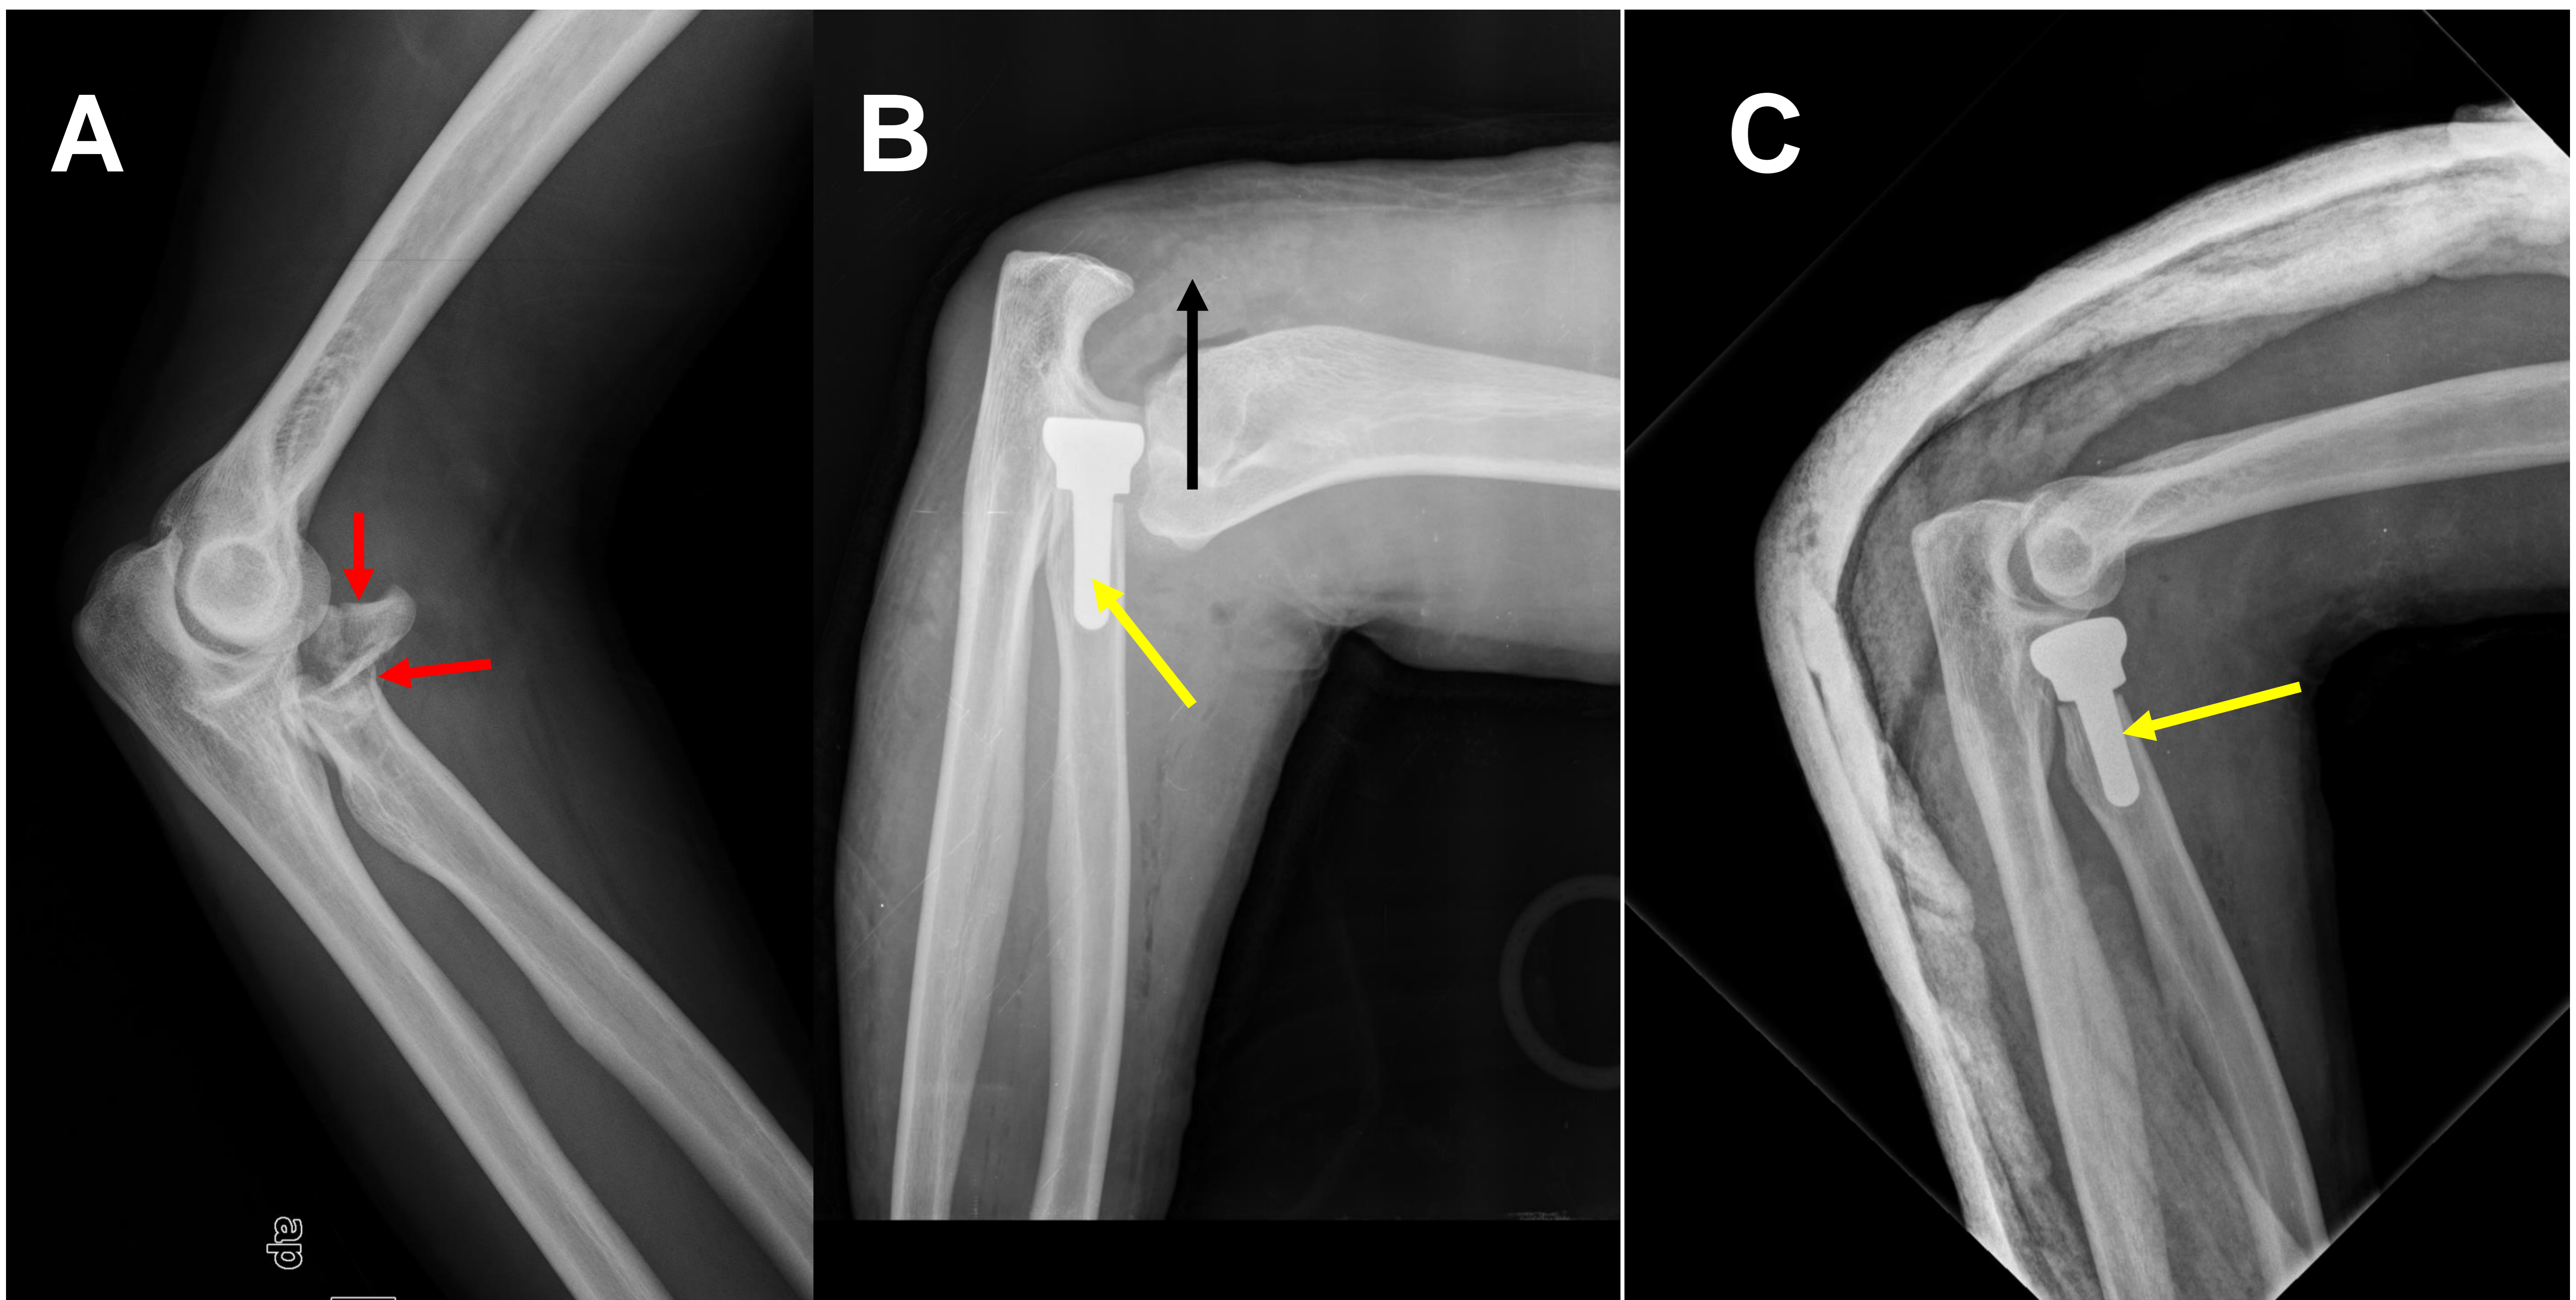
A) Radiografía lateral de codo derecho con fractura conminuta de la cabeza radial (flechas rojas) e importante desplazamiento de los fragmentos, tipo III de Mason, en un paciente joven de 45 años, deportista.
